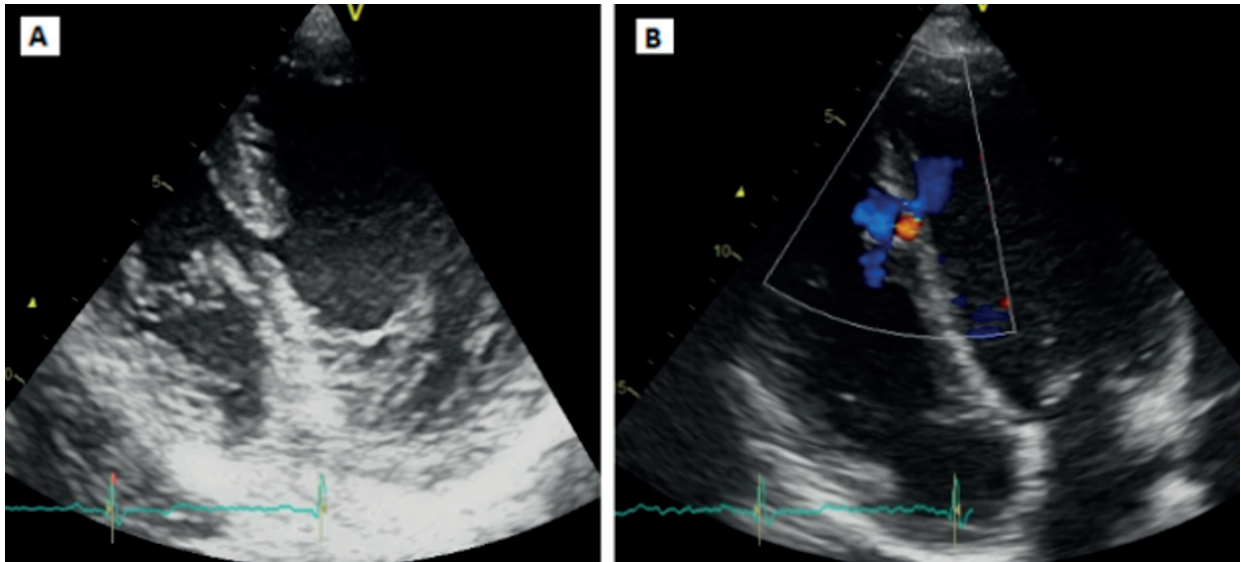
Ecocardiograma transtorácico. A: Vista apical de 4 cámaras donde se observa solución de continuidad en tercio medio del tabique interventricular. B: Vista apical de 4 cámaras con efecto Doppler color, donde se constata flujo transeptal a través de la comunicación.
